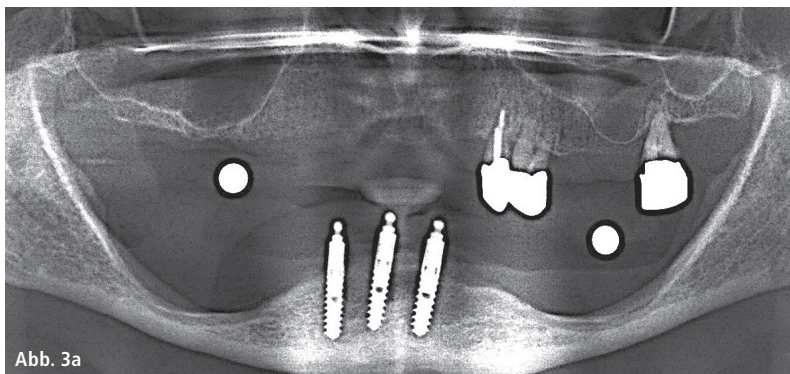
Röntgenologische und klinische Ausgangssituation (vor Exzision der Pfeilerzähne).
